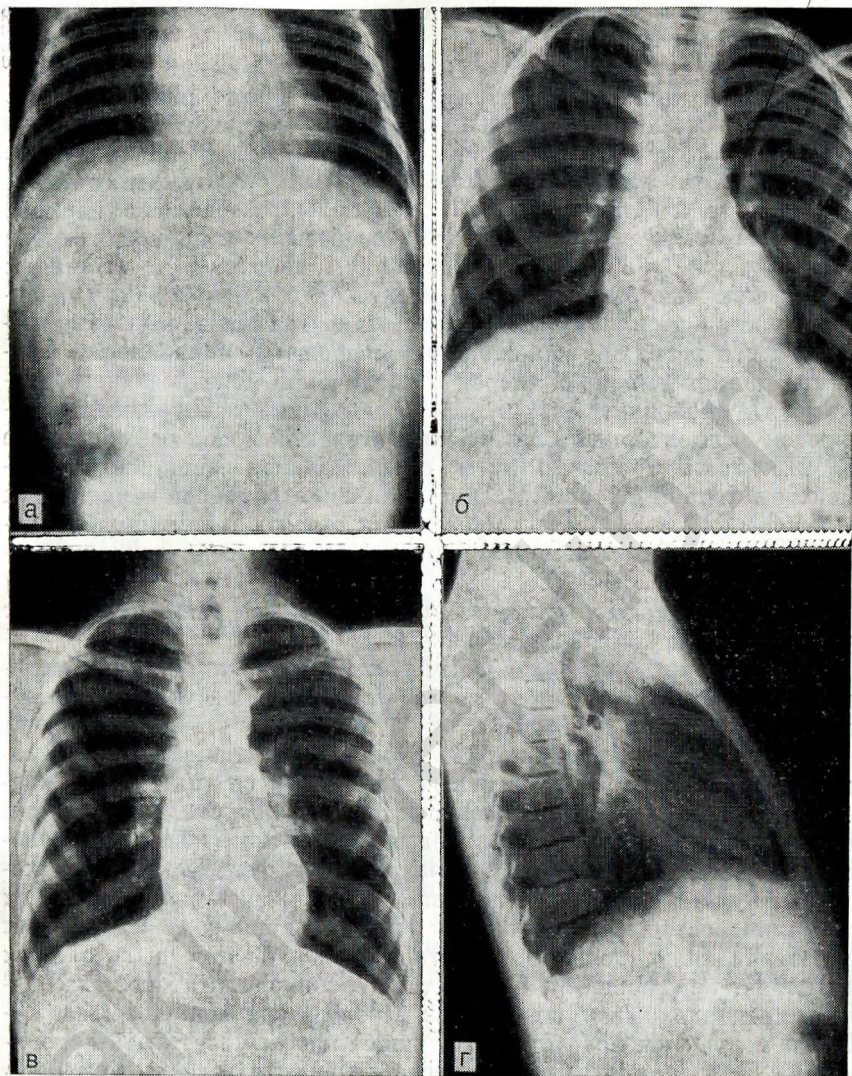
20. Рентгенографические изменения в легких у больного муковисцидозом в возрасте начиная с младшего детского и до 17 лет.
